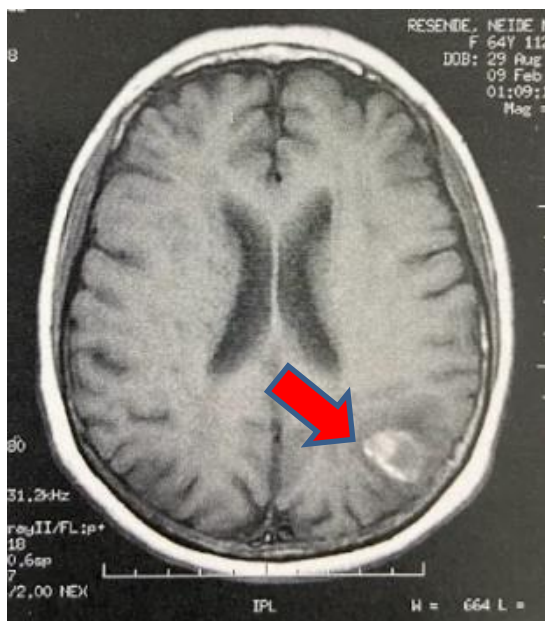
Ressonância magnética de crânio demonstrando área de hipersinal
